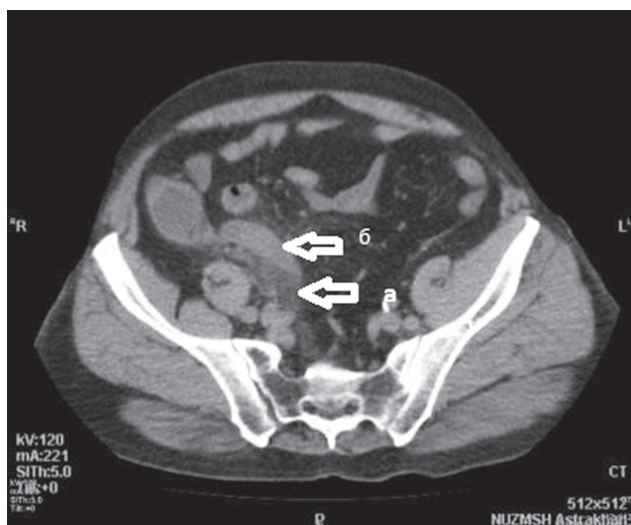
КТ- данные пациента К., 48л.
